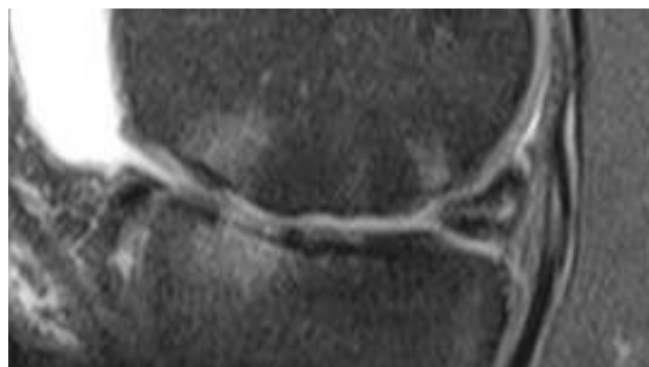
Lésions de cartilage du condyle sur l'IRM
